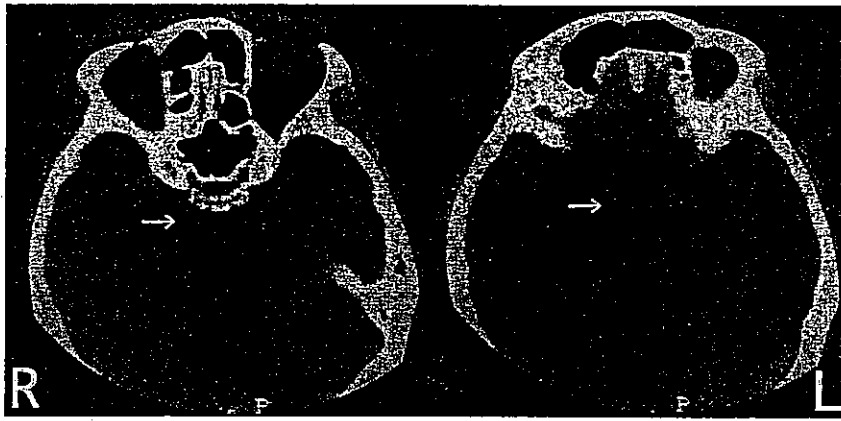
Brain CT immediately after the head trauma.
